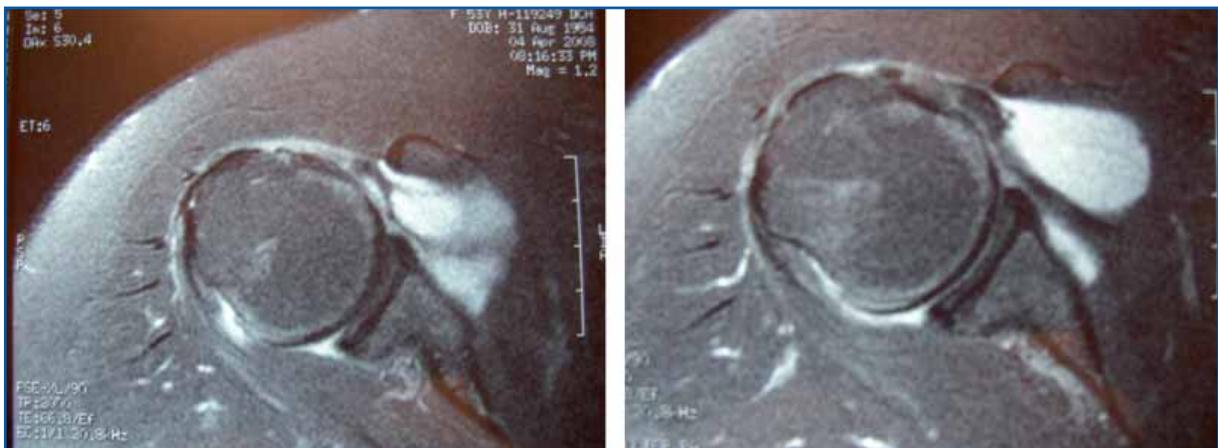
Ampliación del corte axial de RMN. Se aprecia la compresión del relleno quístico en el tendón subescapular.
